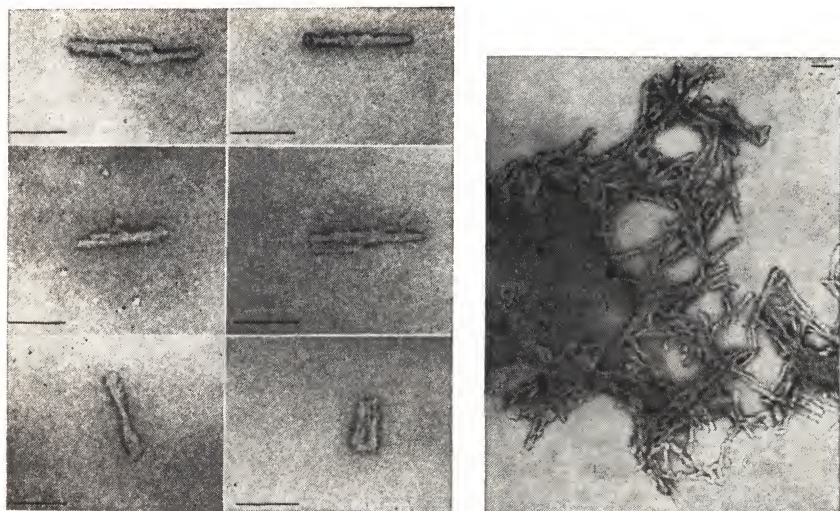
Электронные микрофотографии высокоочищенной фракции скрейпи-специфического белка — «белка приона скрейпи» Прузинера и др. [163], — имеющего мол. массу 27—30К. Препараты негативно контрастированы уранил-формиатом. Масштабный отрезок соответствует 100 нм. Слева: «прионовые палочки» диаметром 10—20 нм и длиной 200 нм. Справа: скопления агрегированных «прионов», напоминающие амилоидные волокна. Как и амилоид, эти агрегаты окрашиваются конго красным и дают двойное лучепреломление. «Прионовые палочки» очень напоминают обнаруженные Мерц инфекционные фибриллы, связанные со скрейпи (рис. 33.1) [147—151]. (С любезного разрешения д-ра С. Прузинера, Сан-Франциско, Калифорния.)
